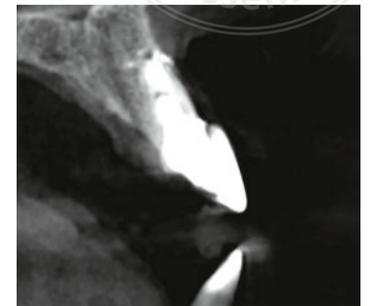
CBCT: Fehlen der vestibulären Wand und Wurzelresorption.
